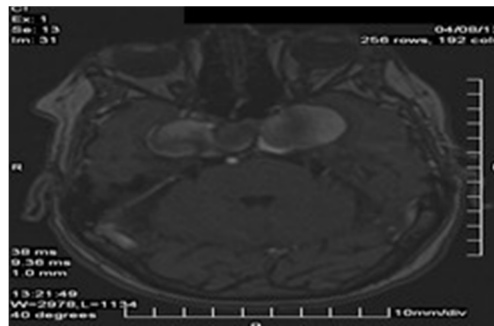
Imagen de Resonancia Magnética de cráneo.
